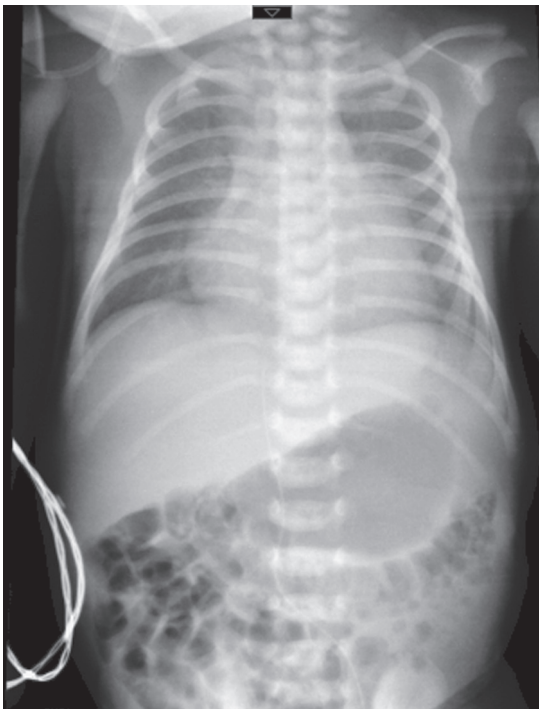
Radiografía anteroposterior de tórax. Se observa horizontalización de los arcos costales, parénquima pulmonar con patrón bronquítico apical bilateral.
